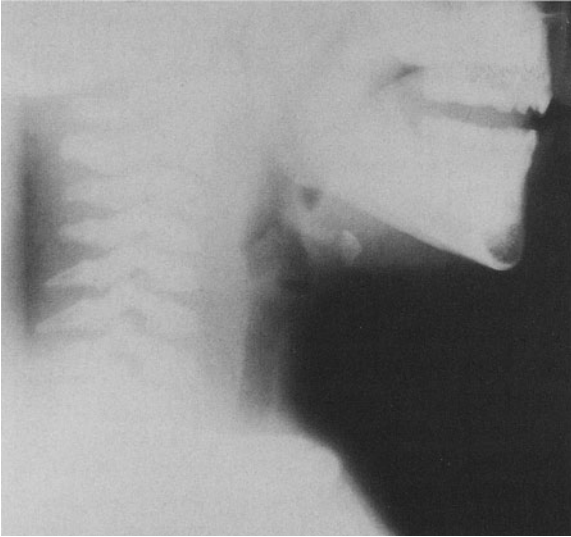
Seitliches Röntgenbild der Halsweichteile bei einem 4jährigen Jungen mit Retrotonsillarabzeß. Beachte die gestreckte Halswirbelsäule und den vergrößerten Abstand zwischen Atemwegen und Wirbelkörpern
